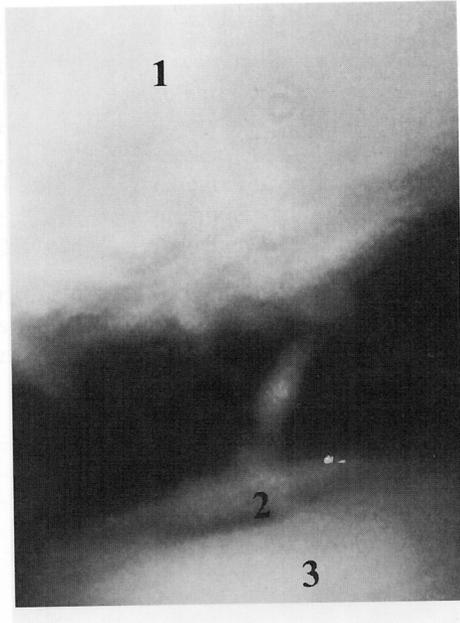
Laterales Impingementsyndrom des oberen Sprunggelenkes. Therapieresistente Schmerzen nach Supinationstrauma. Röntgenbild ohne Befund. Arthroskopisches Bild, von der medialen Porta her gesehen. Von lateral nach medial ziehende meniskoide Faltenbildung.
